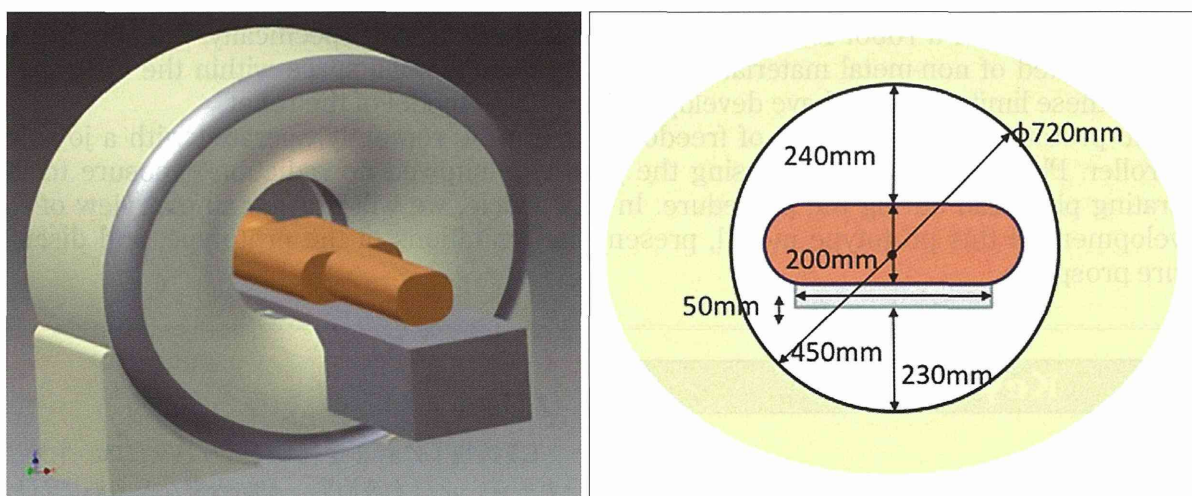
Robot working space measured using Aquilion CT (Toshiba Medical Systems, Inc.; Otawara, Japan)
